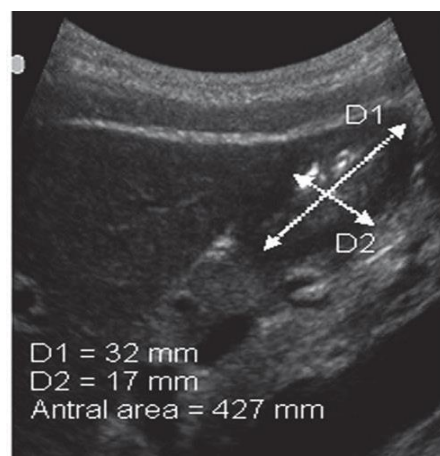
Calcul de l'aire antrale à partir de la mesure échographique du diamètre longitudinal (D1) et antéro-postérieur (D2) de l'antré gastrique selon un plan de coupe sagittal standardisé comprenant le lobe gauche du foie et l'aorte. D'après Bouvet et al. *Anesthesiology* 2011 (33).
